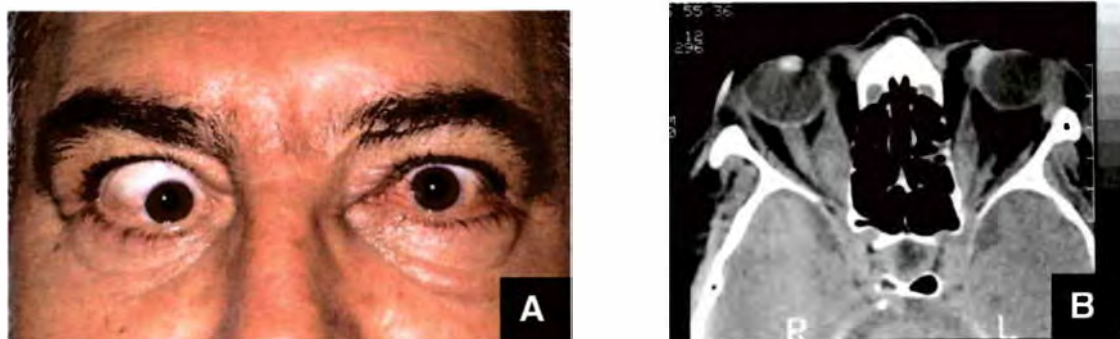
A. Paciente com esotropia e hipotropia de olho direito. B. Tomografia computadorizada (TC) de órbitas em corte axial do mesmo paciente, mostrando aumento dos músculos retos mediais e compressão apical do nervo óptico direito
